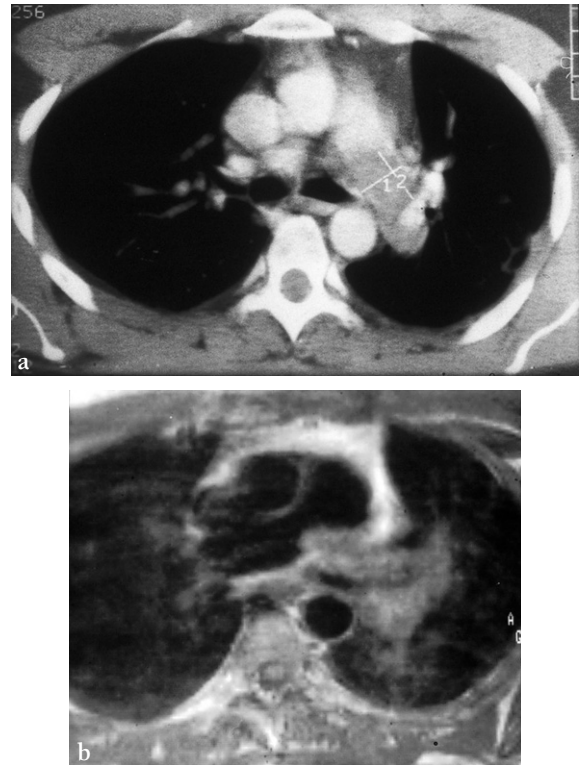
Léiomyosarcome de l'artère pulmonaire. (a) TDM. (b) IRM.
